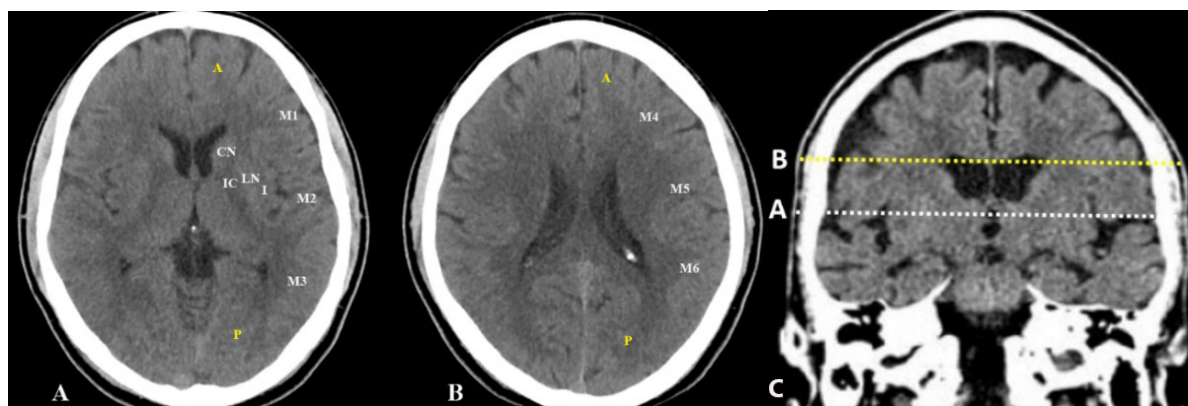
ASPECTS în teritoriul arterei cerebrale medii
